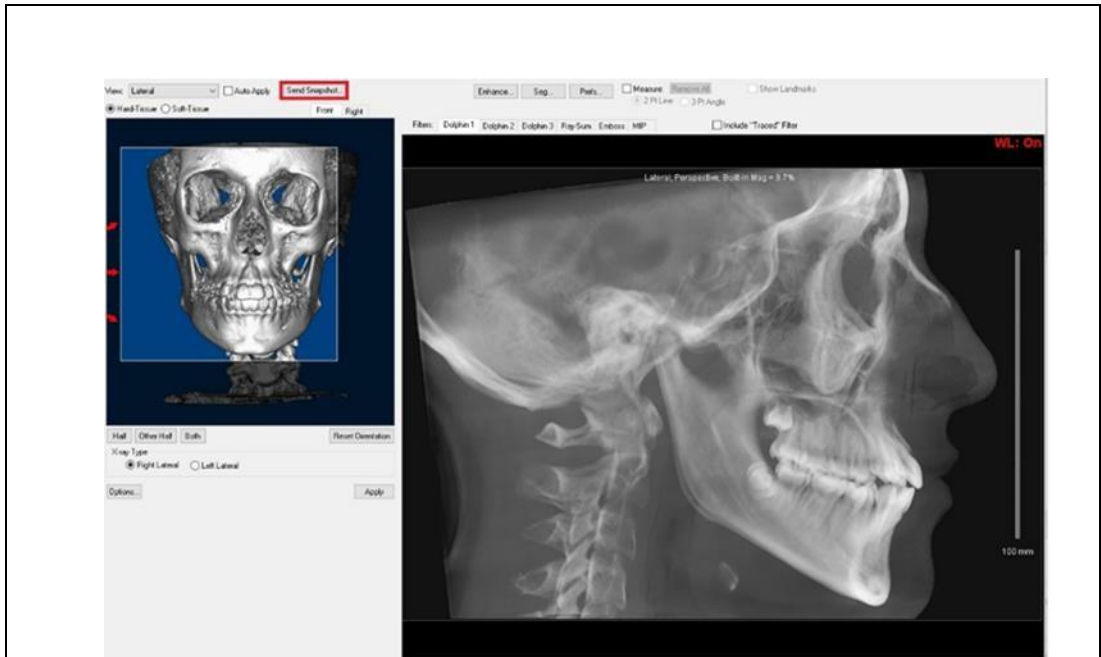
Build X-ray sekmesi.
